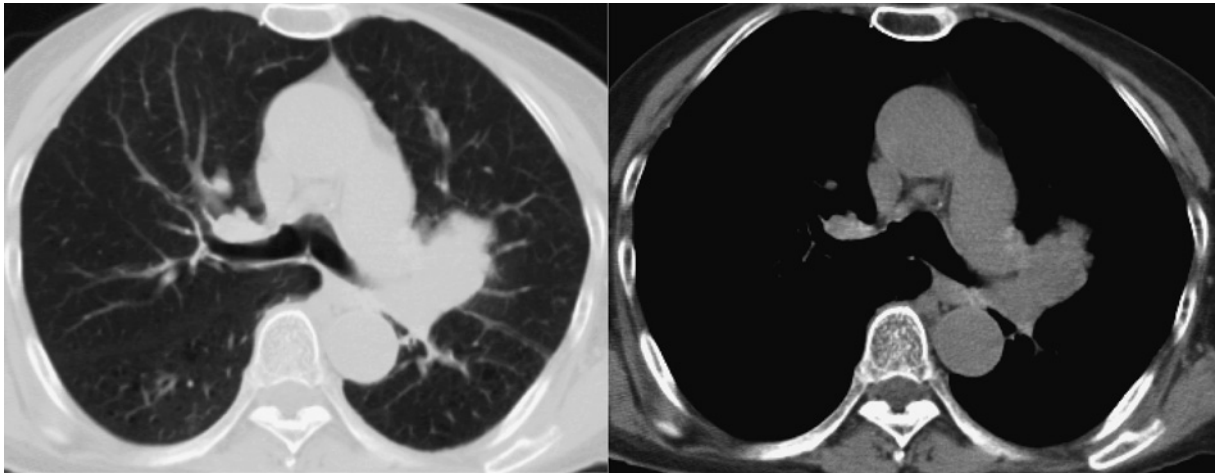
A chest computed tomographic scan performed on admission shows a mass lesion in the left hilar area.
